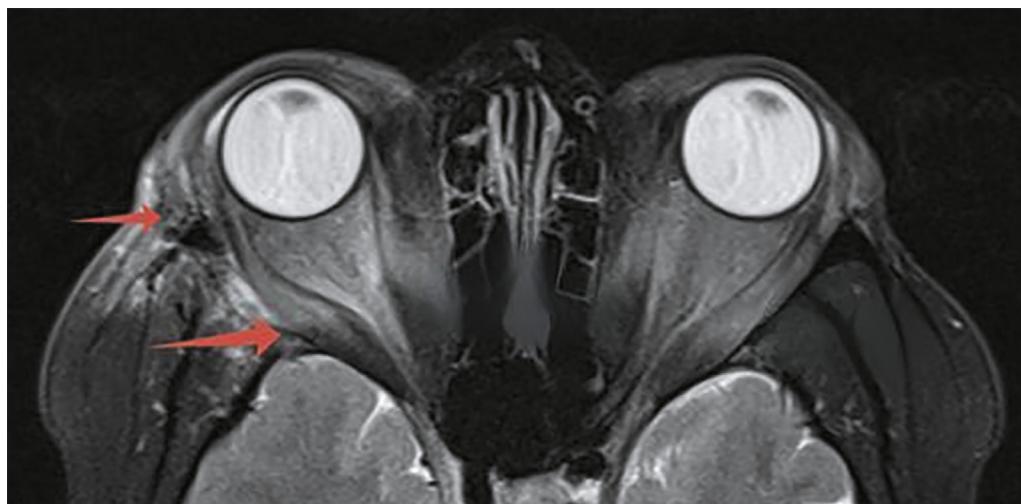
МРТ орбит после двух доз ТЦЗ и латеральной костной декомпрессии правой орбиты, доза МП 10000 мг. Ax T2 FRFSE.
